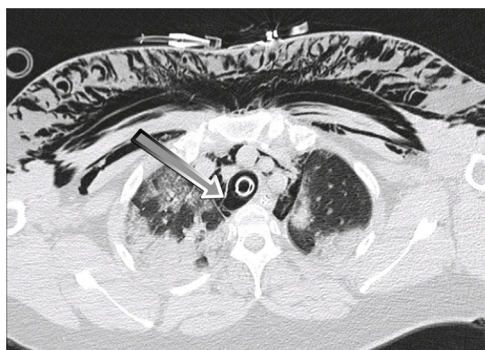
Caso 1. Tomografía computarizada torácica. Se observa solución de continuidad en la pars membranosa de la unión membrano-cartilaginosa derecha en el 1/3 distal de la tráquea. Indicado con una flecha.
